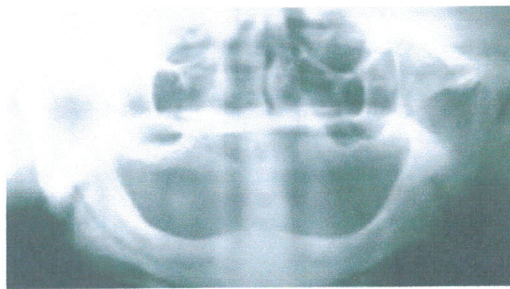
Aspect radiographique de la crête résorbée
